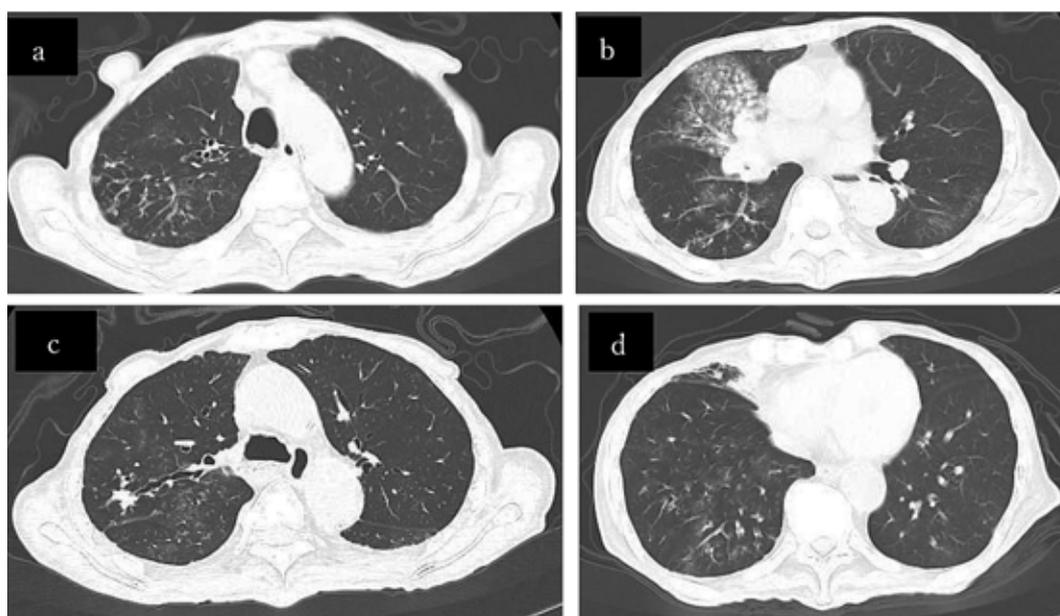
The chest computed tomography (CT) on admission showed granular shadows with bronchodilation in the right upper and middle lobes (a, b, c), and bronchiectasis in the right lower lobe (d).
